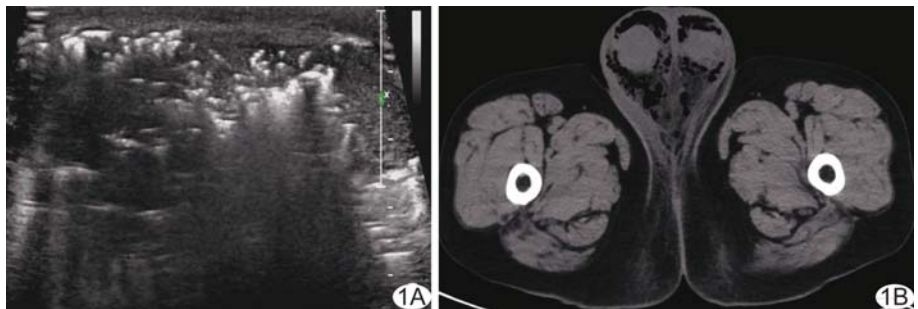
阴囊坏疽 A. 超声声像图; B. 阴囊部位 CT 图像
